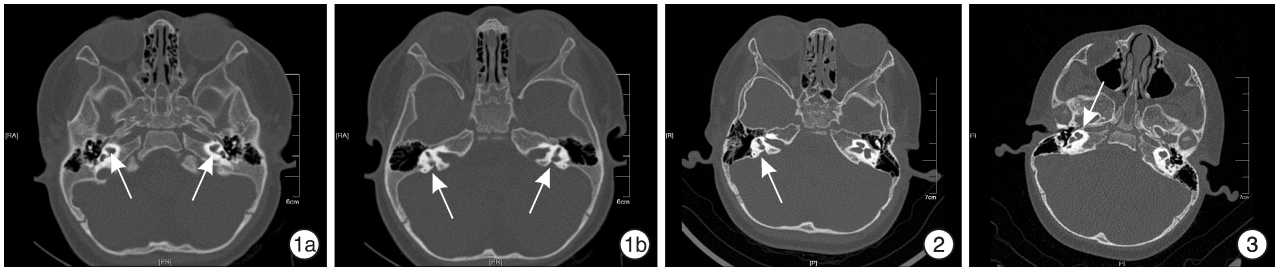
EVAS 合并 MD 的轴位 CT 1a:耳蜗 1.5 圈,中、顶圈融合(白色箭头所示);1b:同一患儿前庭导水管扩大(白色箭头所示);图 2 单独 EVAS 的轴位 CT 右侧白色箭头,左侧因为体位不典型未标注;图 3 单独 MD 的轴位 CT 右侧白色箭头,左侧因为体位不典型未标注。
